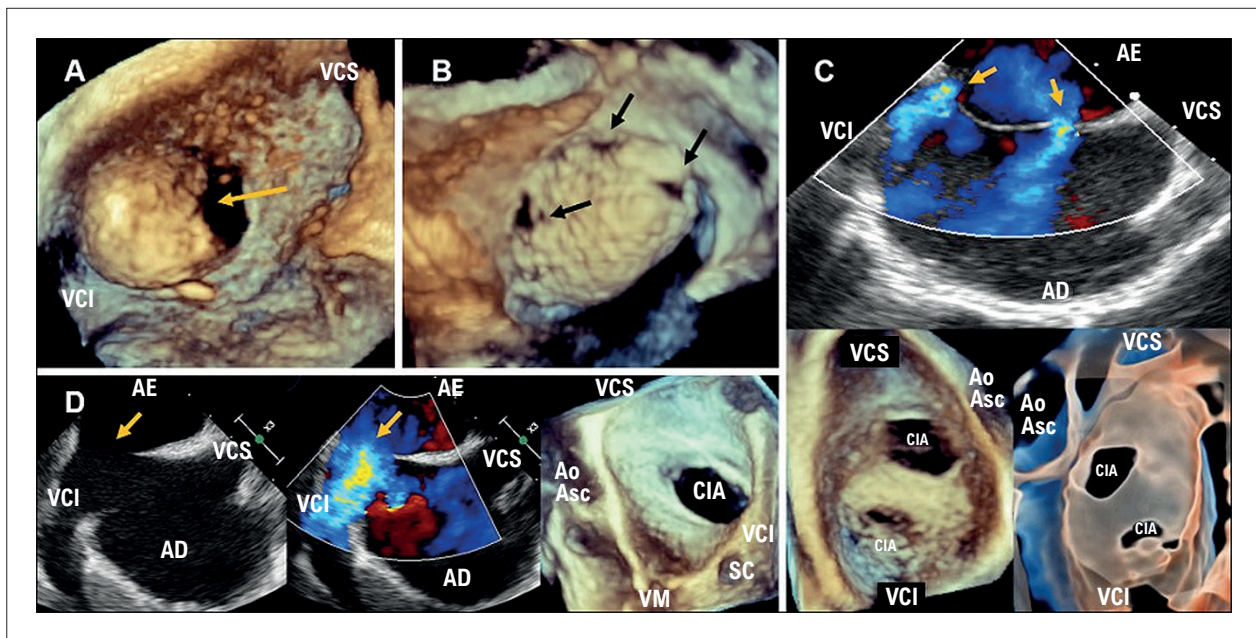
Exemplos de imagens obtidas por ETE de CIAs do tipo ostium secundum complexas. A) Visão frontal 3D demonstrando CIA associada a aneurisma do SIA (seta amarela); B) Visão frontal ao ETE 3D evidenciando CIA associada a SIA aneurismático e multifenestrado (setas pretas); C) Imagens ao ETE 2D (painel superior, setas amarelas) e ao ETE 3D (painel inferior) demonstrando SIA com duas CIAs; D) Imagens ao ETE 2D (painel direito, seta amarela) e ao ETE 3D (painel esquerdo) evidenciando CIA com ausência da borda posteroinferior. AD: átrio direito; AE: átrio esquerdo; Ao Asc: aorta ascendente; CIA: comunicação interatrial; ETE: ecocardiograma transesofágico; SIA: septo interatrial; VCI: veia cava inferior; VCS: veia cava superior; VM: valva mitral.
